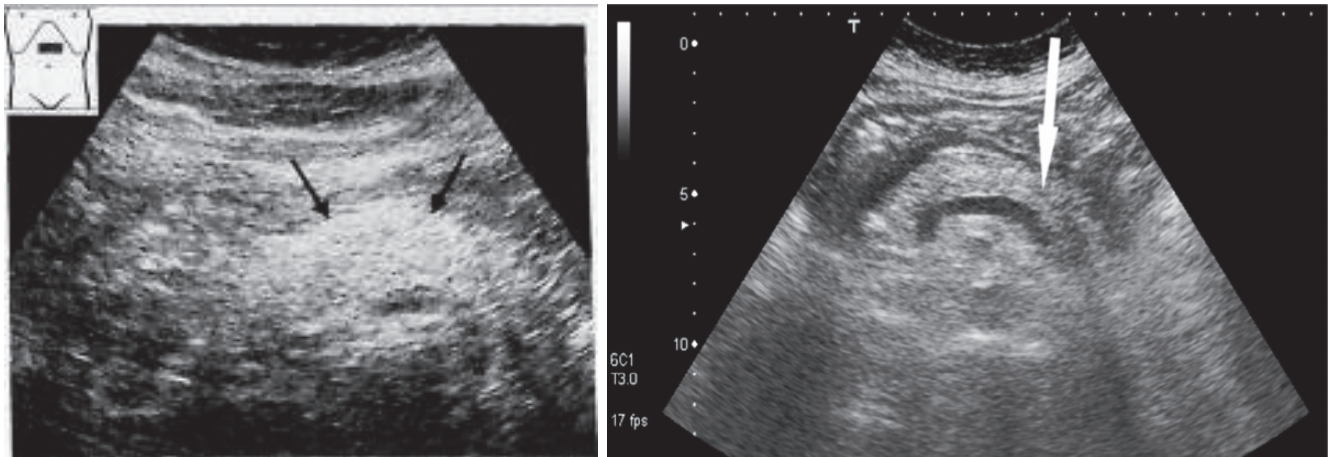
Гиперэхогенные изменения поджелудочной железы по данным УЗИ у пациентов I и II подгрупп
